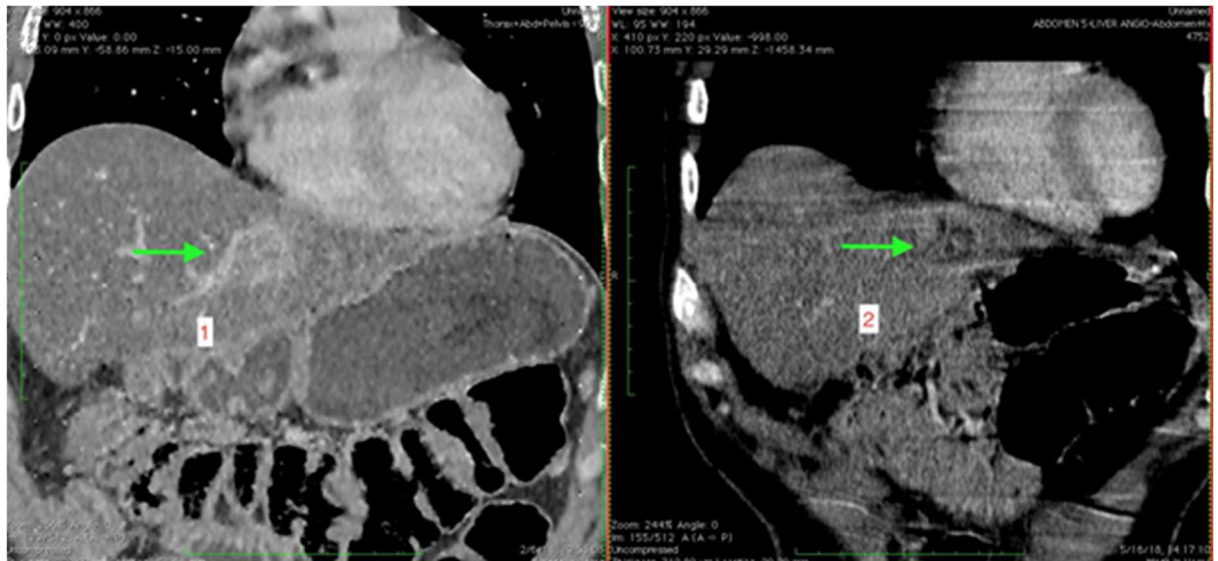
肝臓の病巣フォーカスセグメント 2 の焼灼術域の効果の CT 比較（矢印）。
